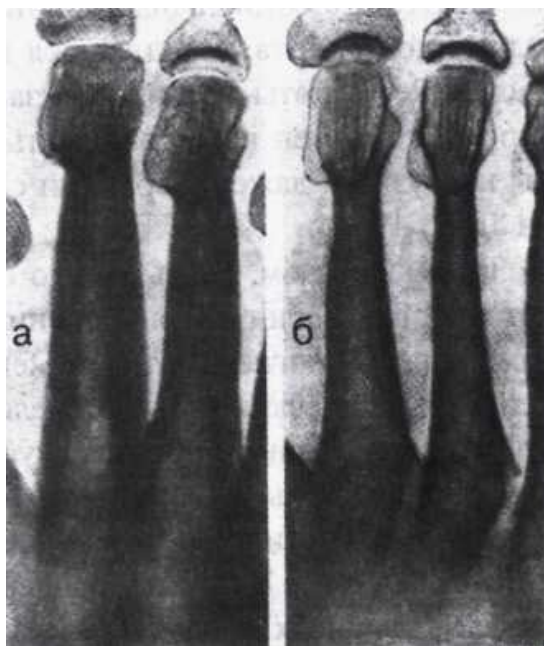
Рентгенограммы плюсневых костей балерины (а) и работника сидячего труда (б).
